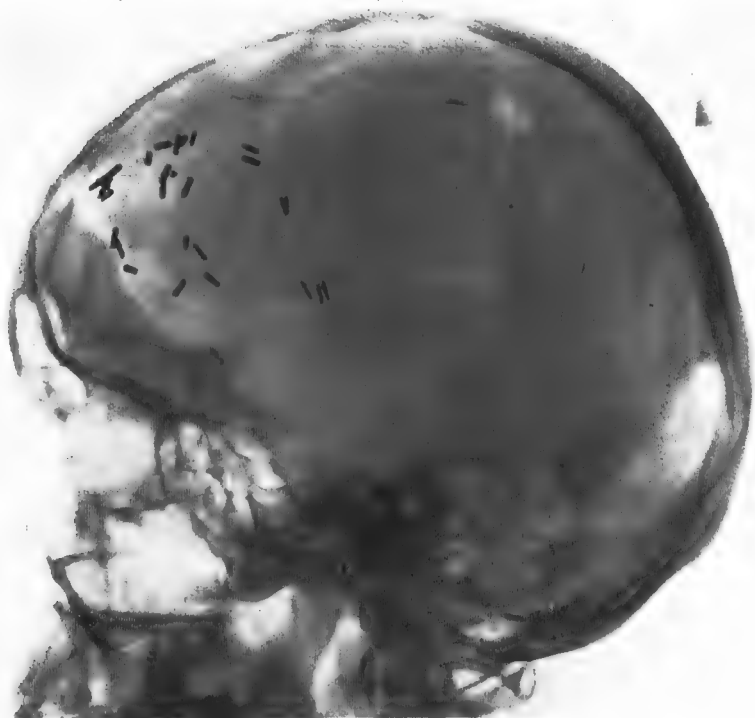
Radiographie du crâne après l'intervention. Les « clips » permettent de se rendre compte du volume et de l'emplacement de la tumeur.
